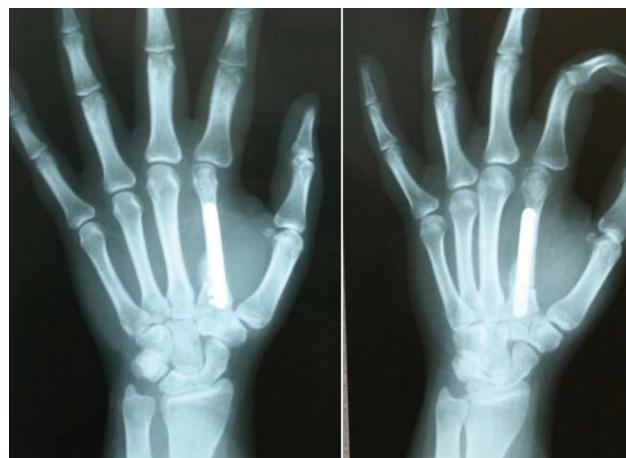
Paciente do Caso 1 8,5 meses após a ressecção do tumor e a reconstrução com enxerto osteoarticular livre de metatarso. Radiografia com 75 dias de pós-operatório do enxerto de ilíaco, mostrando completa consolidação e integração.
